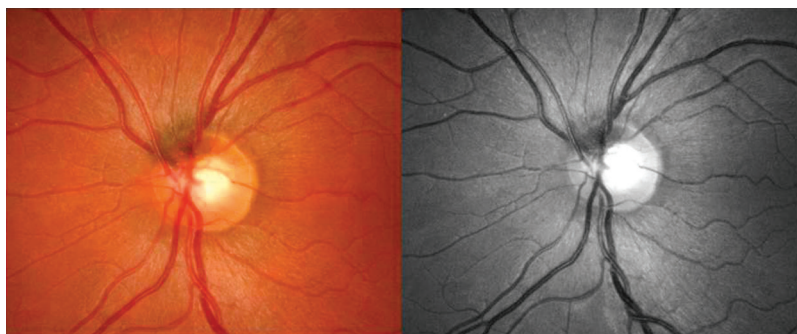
Clichés couleur et filtré d'une petite lésion pigmentée située sur le bord supérieur de la papille faisant évoquer un nævus papillaire pouvant bénéficier d'une exploration par échographie pour déterminer les dimensions de cette lésion.
